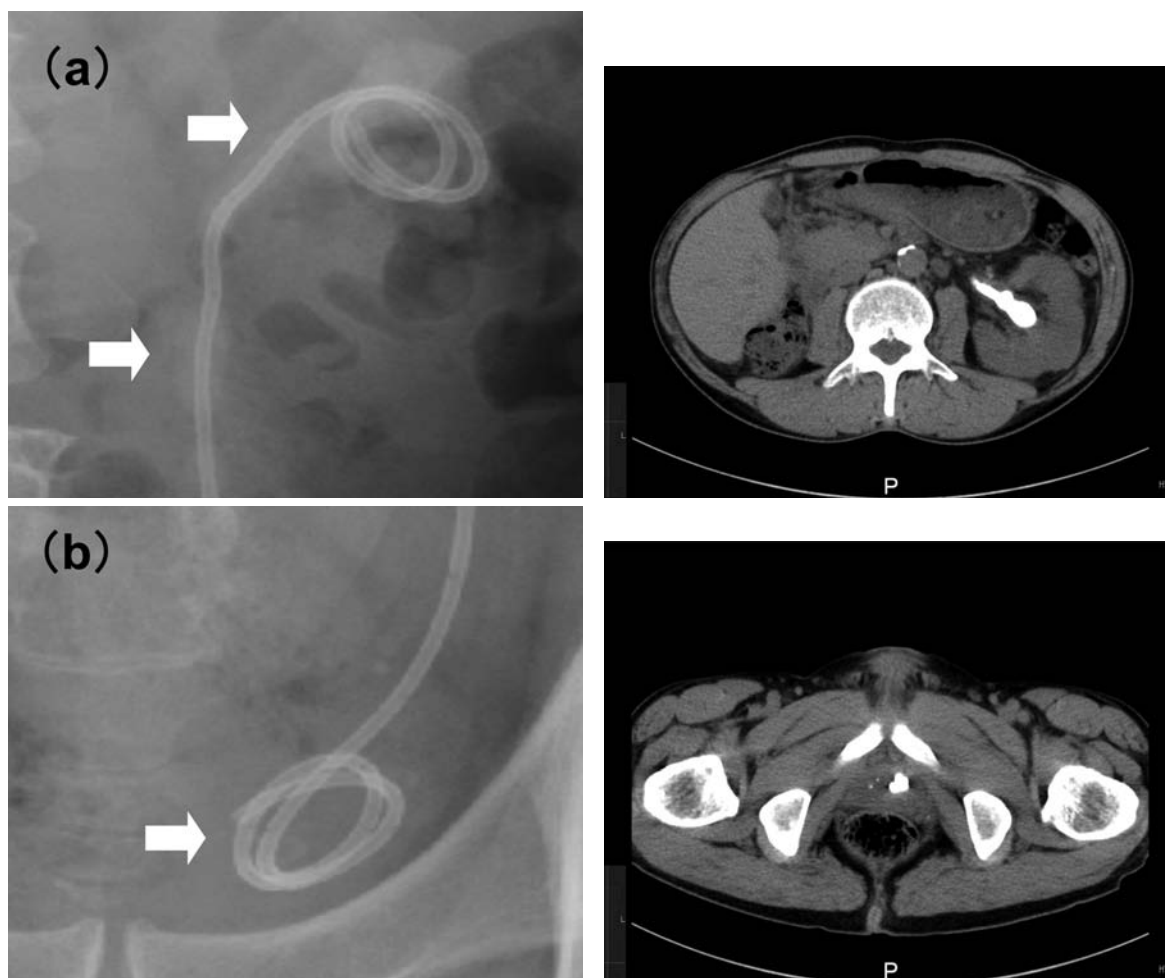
KUB and CT show encrustation and stone formation on both proximal (a) and distal (b) ends of ureteral stent as well as upper urinary tract in patient 2 (arrows).
